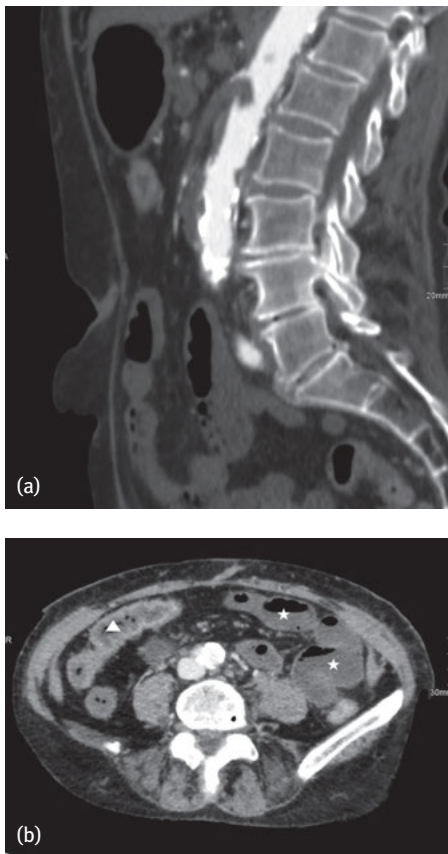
CT-Angiographie des Abdomens mit Darstellung eines embolischen Verschlusses der A. mesenterica superior in der sagittalen Rekonstruktion (a). Der Embolus ragt noch in das Lumen der Aorta. Die axiale Darstellung (b) zeigt minderperfundierte Dünndarmschlingen im linken Mittelbauch (Sterne) mit fehlender Kontrastmittelaufnahme der Darmwand und regelrecht perfundierter Darmsegmente (Dreieck) im rechten Mittelbauch.
